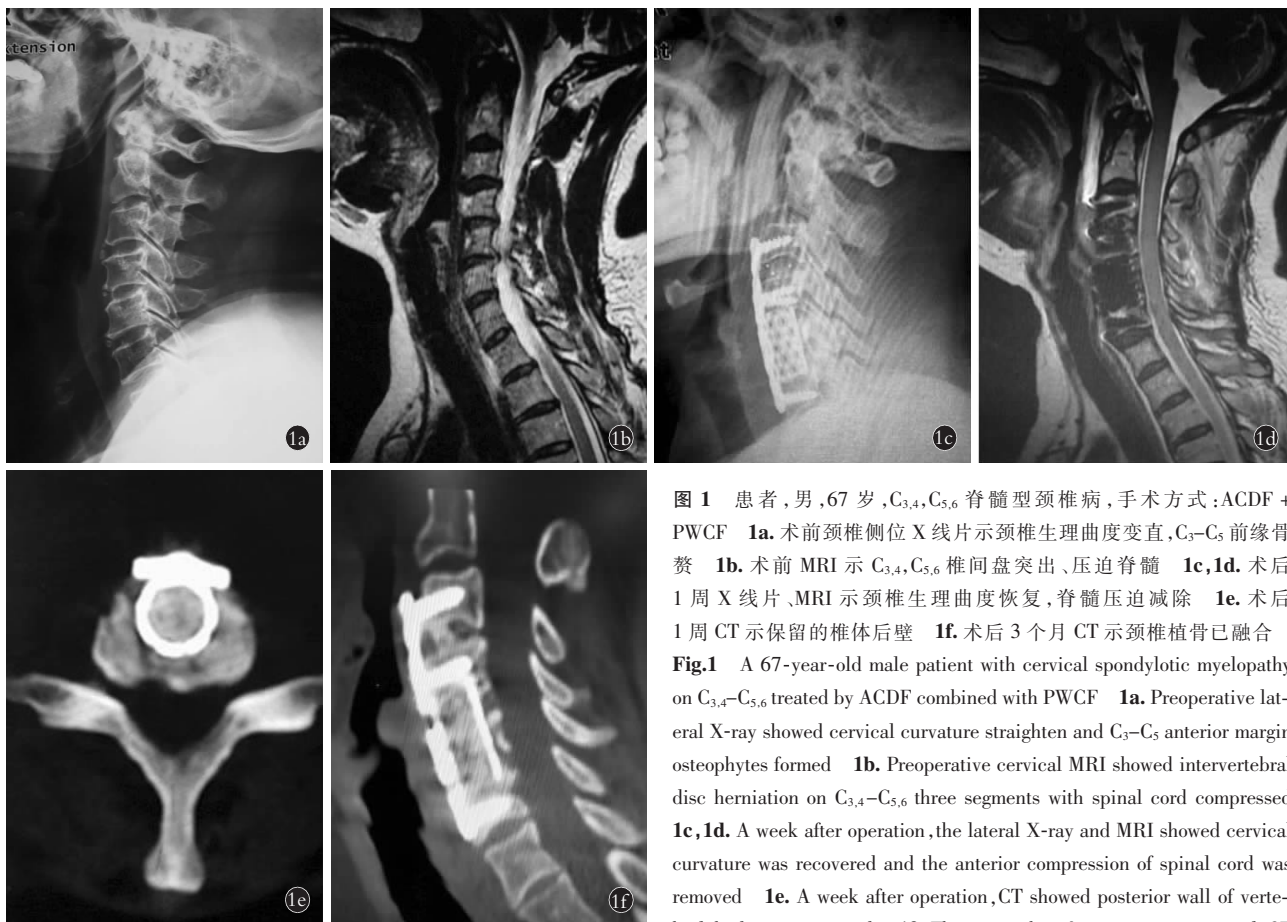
患者,男,67岁,C_{3,4},C_{5,6} 脊髓型颈椎病,手术方式:ACDF + PWCF 1a. 术前颈椎侧位 X 线片示颈椎生理曲度变直,C₃-C₅ 前缘骨赘 1b. 术前 MRI 示 C_{3,4},C_{5,6} 椎间盘突出、压迫脊髓 1c,1d. 术后 1 周 X 线片、MRI 示颈椎生理曲度恢复,脊髓压迫解除 1e. 术后 1 周 CT 示保留的椎体后壁 1f. 术后 3 个月 CT 示颈椎植骨已融合
